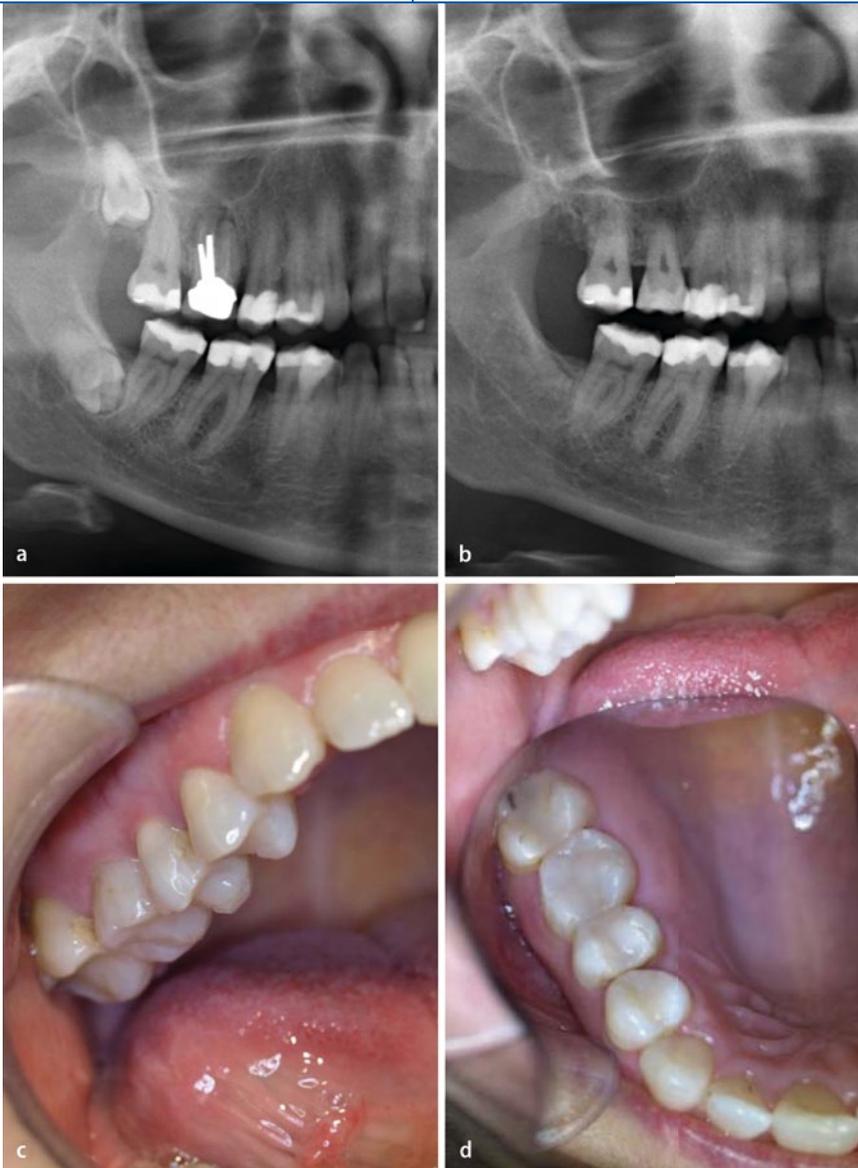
▲ Autogene Transplantation des Zahns 18 nach 16 bei einer 42-jährigen Patientin. a Präoperatives Orthopantomogramm. b Postoperatives OPG und c,d klinischer Befund (von vestibulär und okklusal) 2,5 Jahre nach autogener Transplantation
